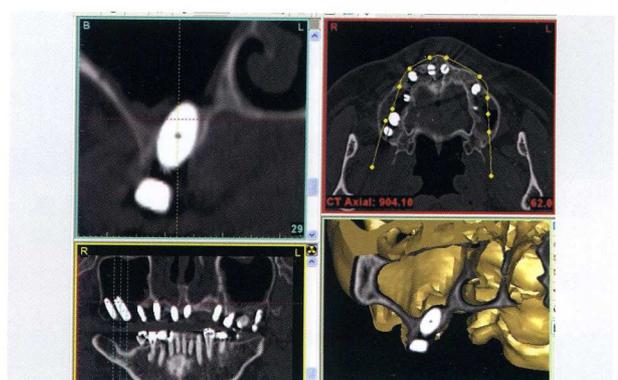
24 術前, 術後の CT 画像の比較。6] のインプラントは予定どおり上顎洞内壁に沿って植立されているのが確認できる
